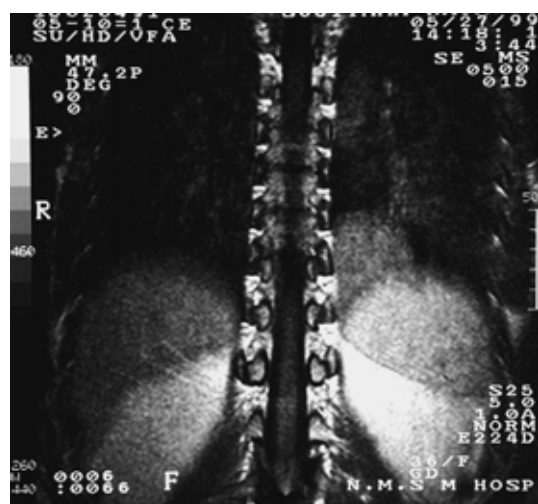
T1 Weighted MRI showed a low intensity tumor surrounded thoracic vertebrae, diaphragm and left lower lung.
